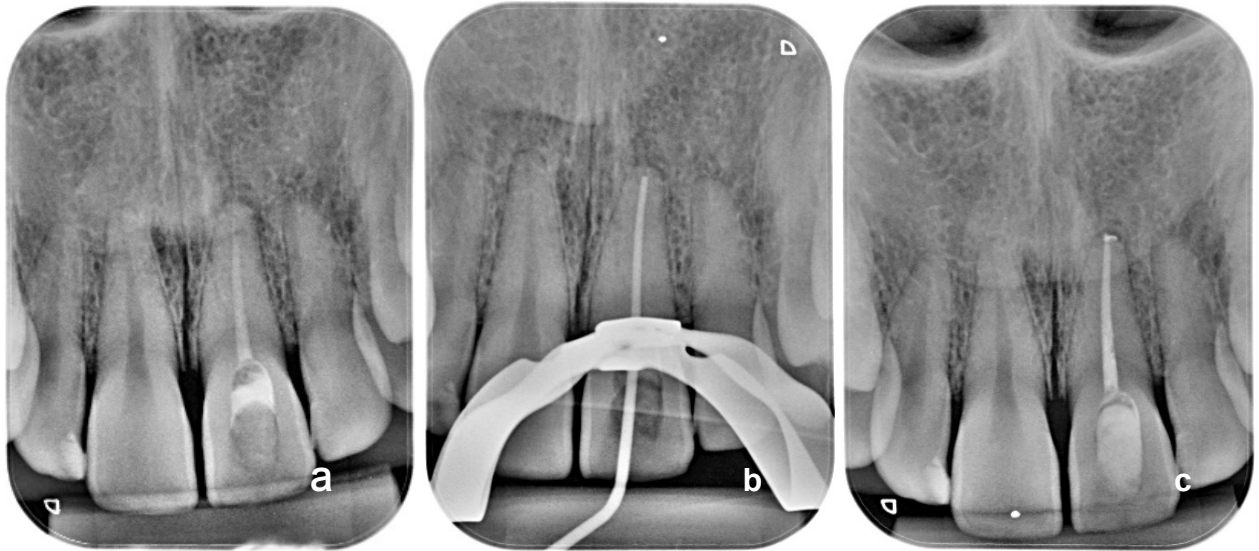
Radiografias em diferentes ângulos horizontais para confirmar a ausência de desvio do canal radicular. Radiografia mesiorradial (a), ortorradial (b) e distorradial (c).
